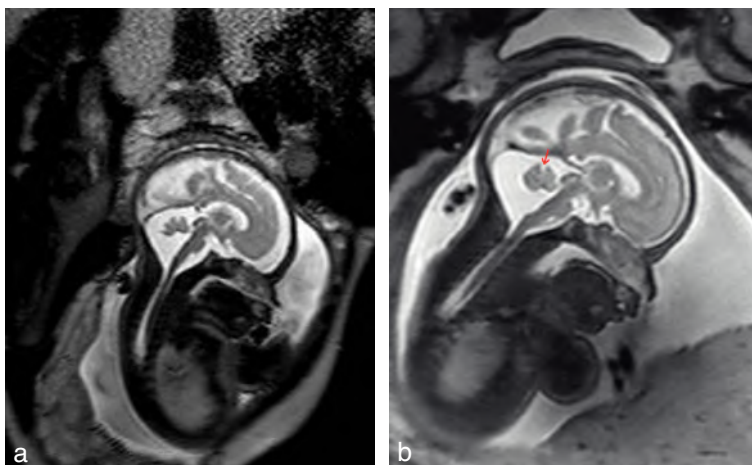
Vermis. IRM. Coupe sagittale en pondération T2 chez un fœtus à 26 SA (à gauche) et à 30 SA (à droite). Notez la bascule vermienne qui diminue avec une morphologie vermienne préservée et notamment l'aspect habituel de la fissure primaire (→).
